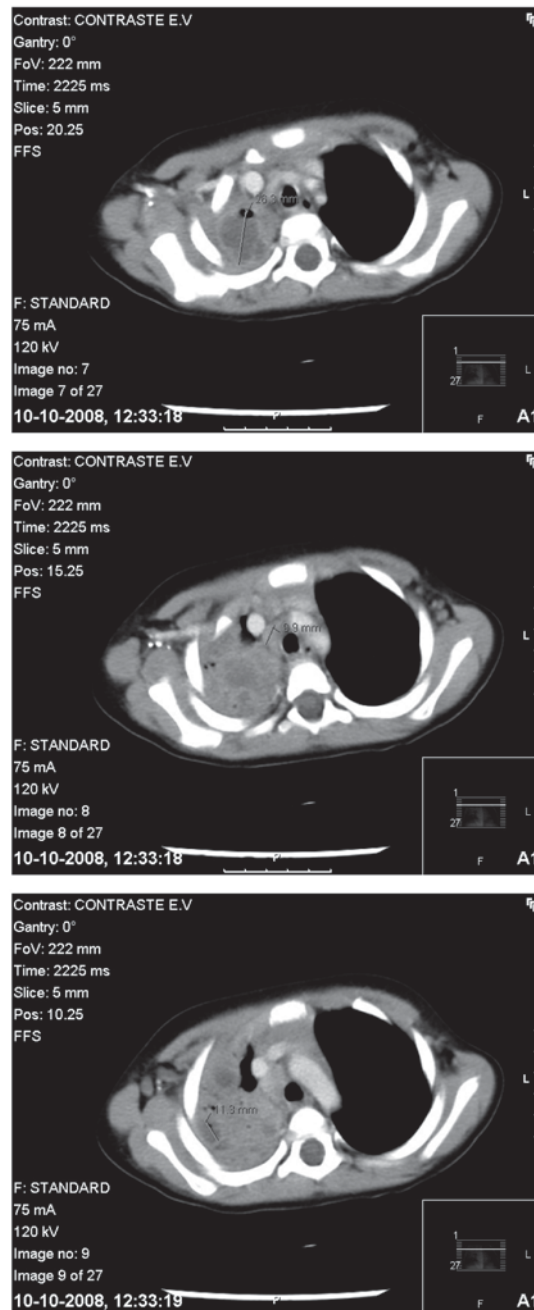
Imagens de TAC torácica: "...infiltrado alveolar interessando praticamente todo o lobo superior direito e também parte do lobo inferior, sobretudo na sua vertente posterior, ligeiramente menos expressivo que no exame anterior (...). Fenómenos necrotizantes no lobo superior direito, com uma coleção fluída de cerca de 26 mm no vértice e outras áreas fluídas pericentimétricas na vertente infero-externa, também do lobo superior (...). Sem evolução necrotizante visível nos infiltrados do lobo inferior. No parênquima arejado bilateral não há alterações assinaláveis".
